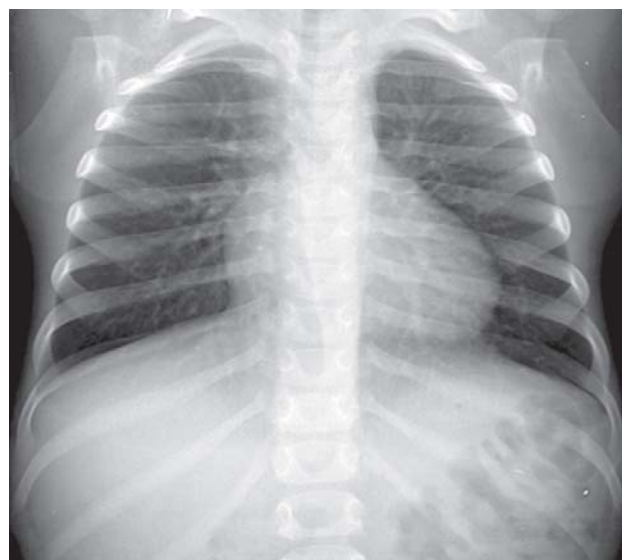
Radiografia de tórax pré-operatória com cardiomegalia pelo aumento das cavidades direitas
